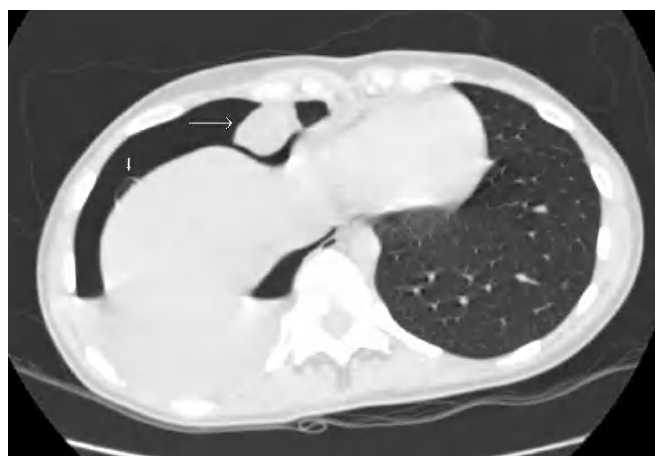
Caso número 4. Tomografía computarizada torácica de alta resolución. Se muestra el extenso hidroneumotórax derecho, una imagen nodular en la pleura diafragmática anterior y medial (flecha larga) y una pequeña bulla subpleural (flecha corta).
